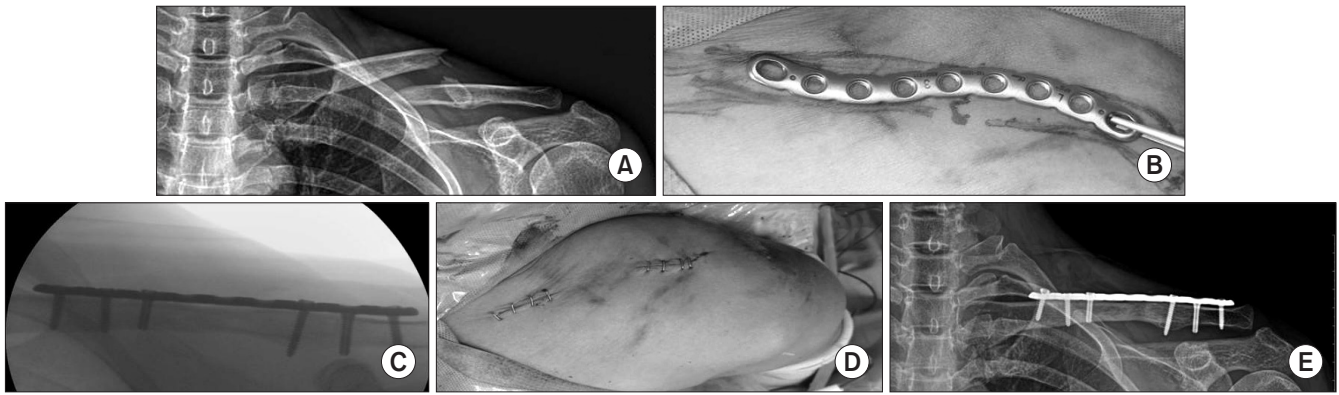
(A) Preoperative radiograph. (B) Pre-planning with image intensifier. (C) Three screws were placed on each side. (D) Two separated incisions of 3 cm in size were made. (E) Last follow-up radiograph.
